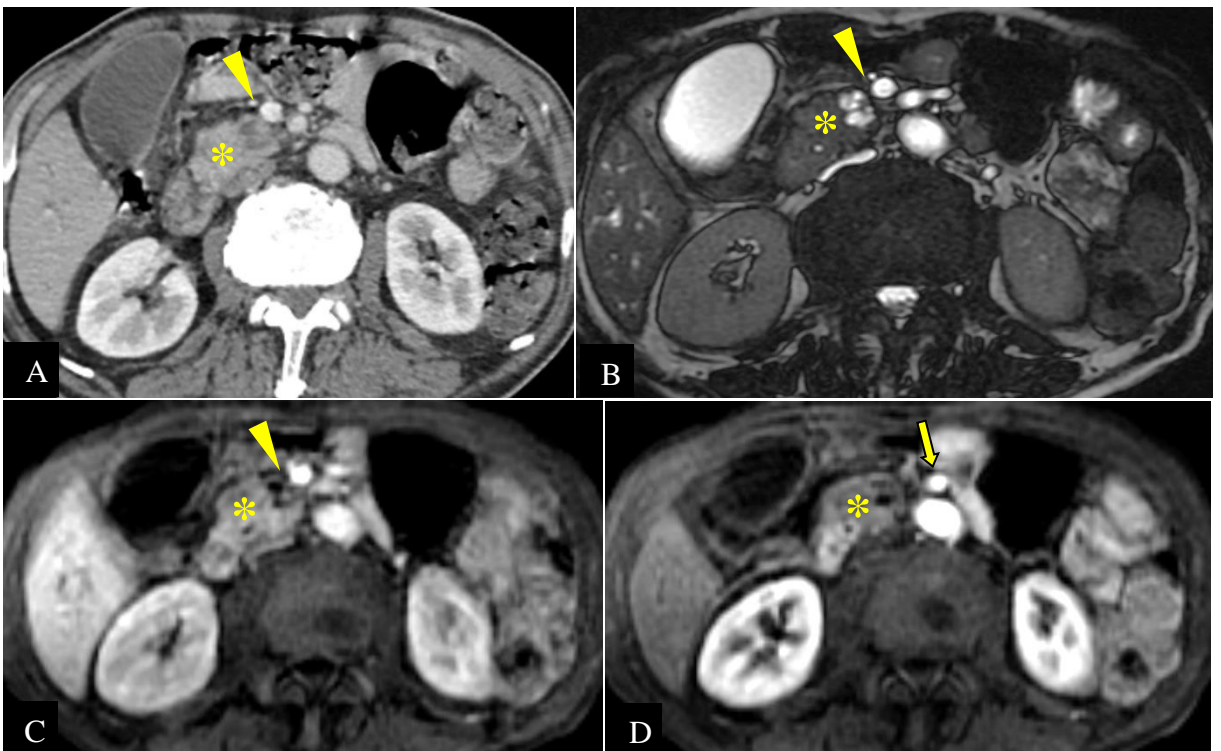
ADCP résécable (*) chez un homme de 74 ans opéré. La tumeur présente un contact direct avec la VMS sur moins de 180° (tête de flèche), sans irrégularité pariétale, sur la séquence T2 FIESTA (B), au temps portal de la TDM (A) et l'IRM (C). L'AMS est respectée (flèche) en T1 injecté au temps artériel (D). Le patient est décédé après 10 mois de DPC (CHUC).
